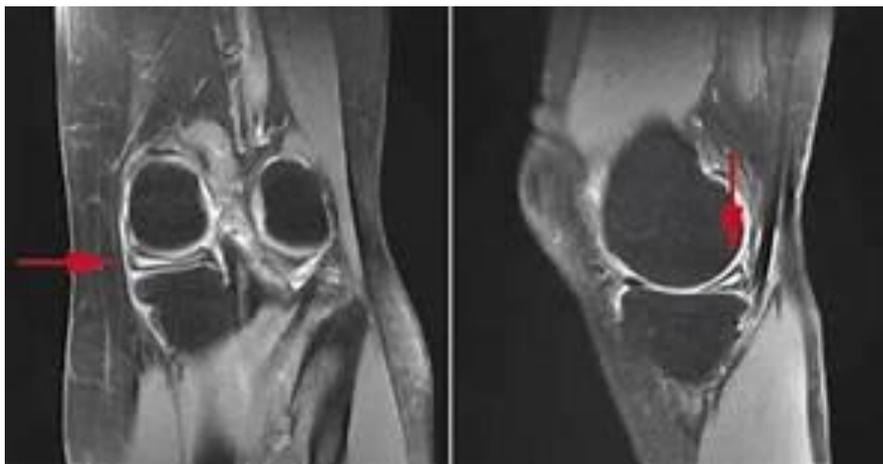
IRM d'un genou présentant un ménisque dégénératif
